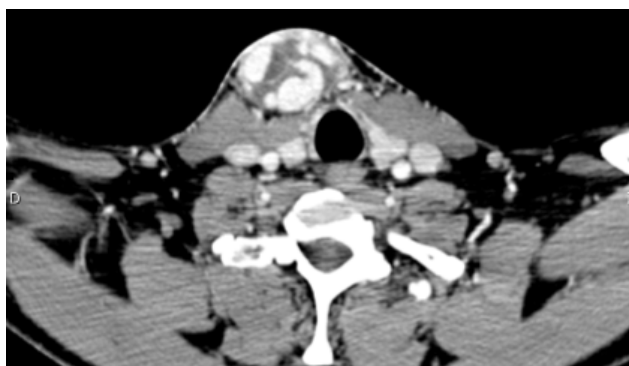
Corte de TAC de la lesión.
